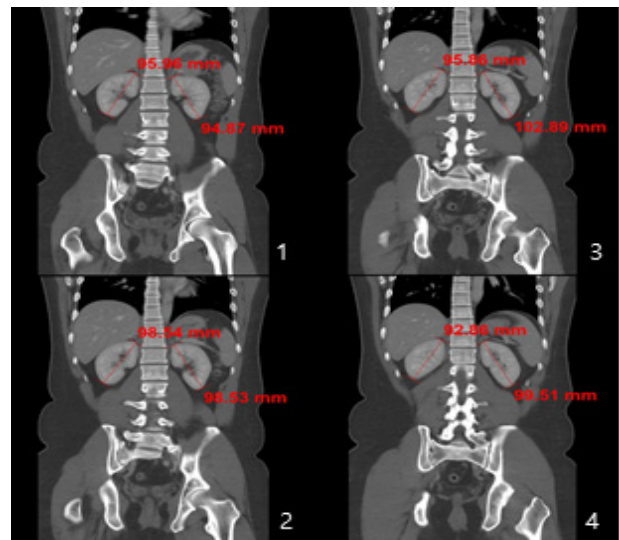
Measurement of renal length in Kidney CT.
